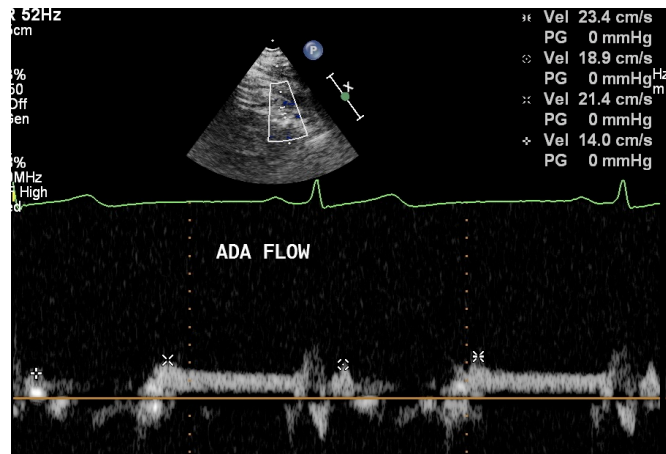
Ecocardiograma transtorácico. Doppler pulsado colocado no segmento distal da artéria coronária descendente anterior, demonstrando o fluxo coronariano basal.
